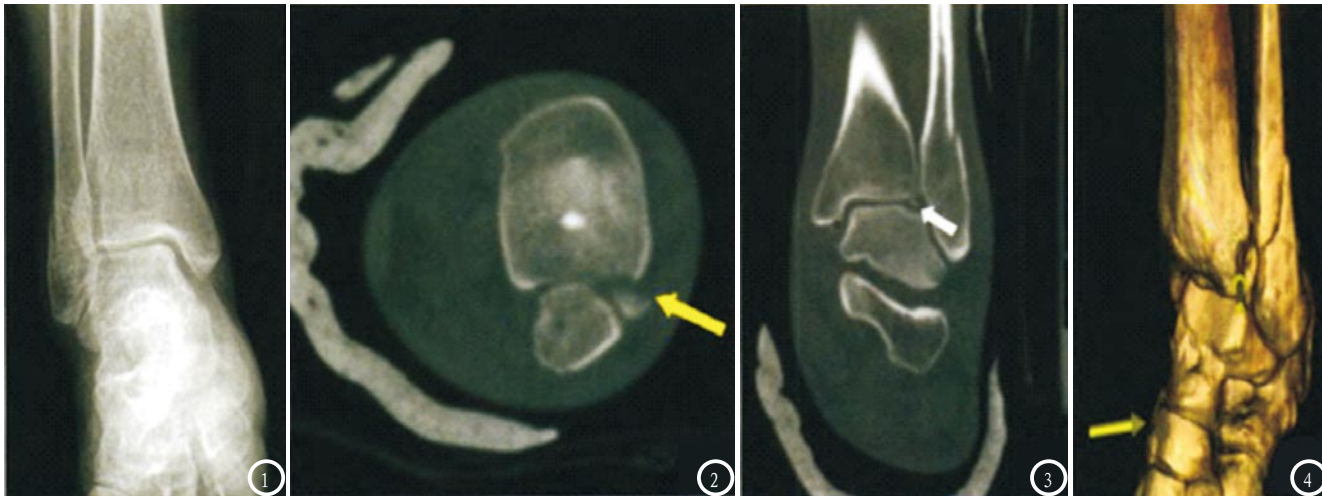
Lauge-Hansen SER型Ⅱ级踝关节骨折。病例：男，49岁，跌倒摔伤，术前X线片显示左侧腓骨下端斜行骨折，未见胫骨下端骨折(图1)；MSCT常规扫描除却可见左侧腓骨下端骨折外，胫骨下端前缘靠近胫腓关节处骨质断裂(图2)；三维重建同样可见左侧胫骨下端前缘靠近胫腓关节处骨质断裂，且有骨块游离(图3-4)。
